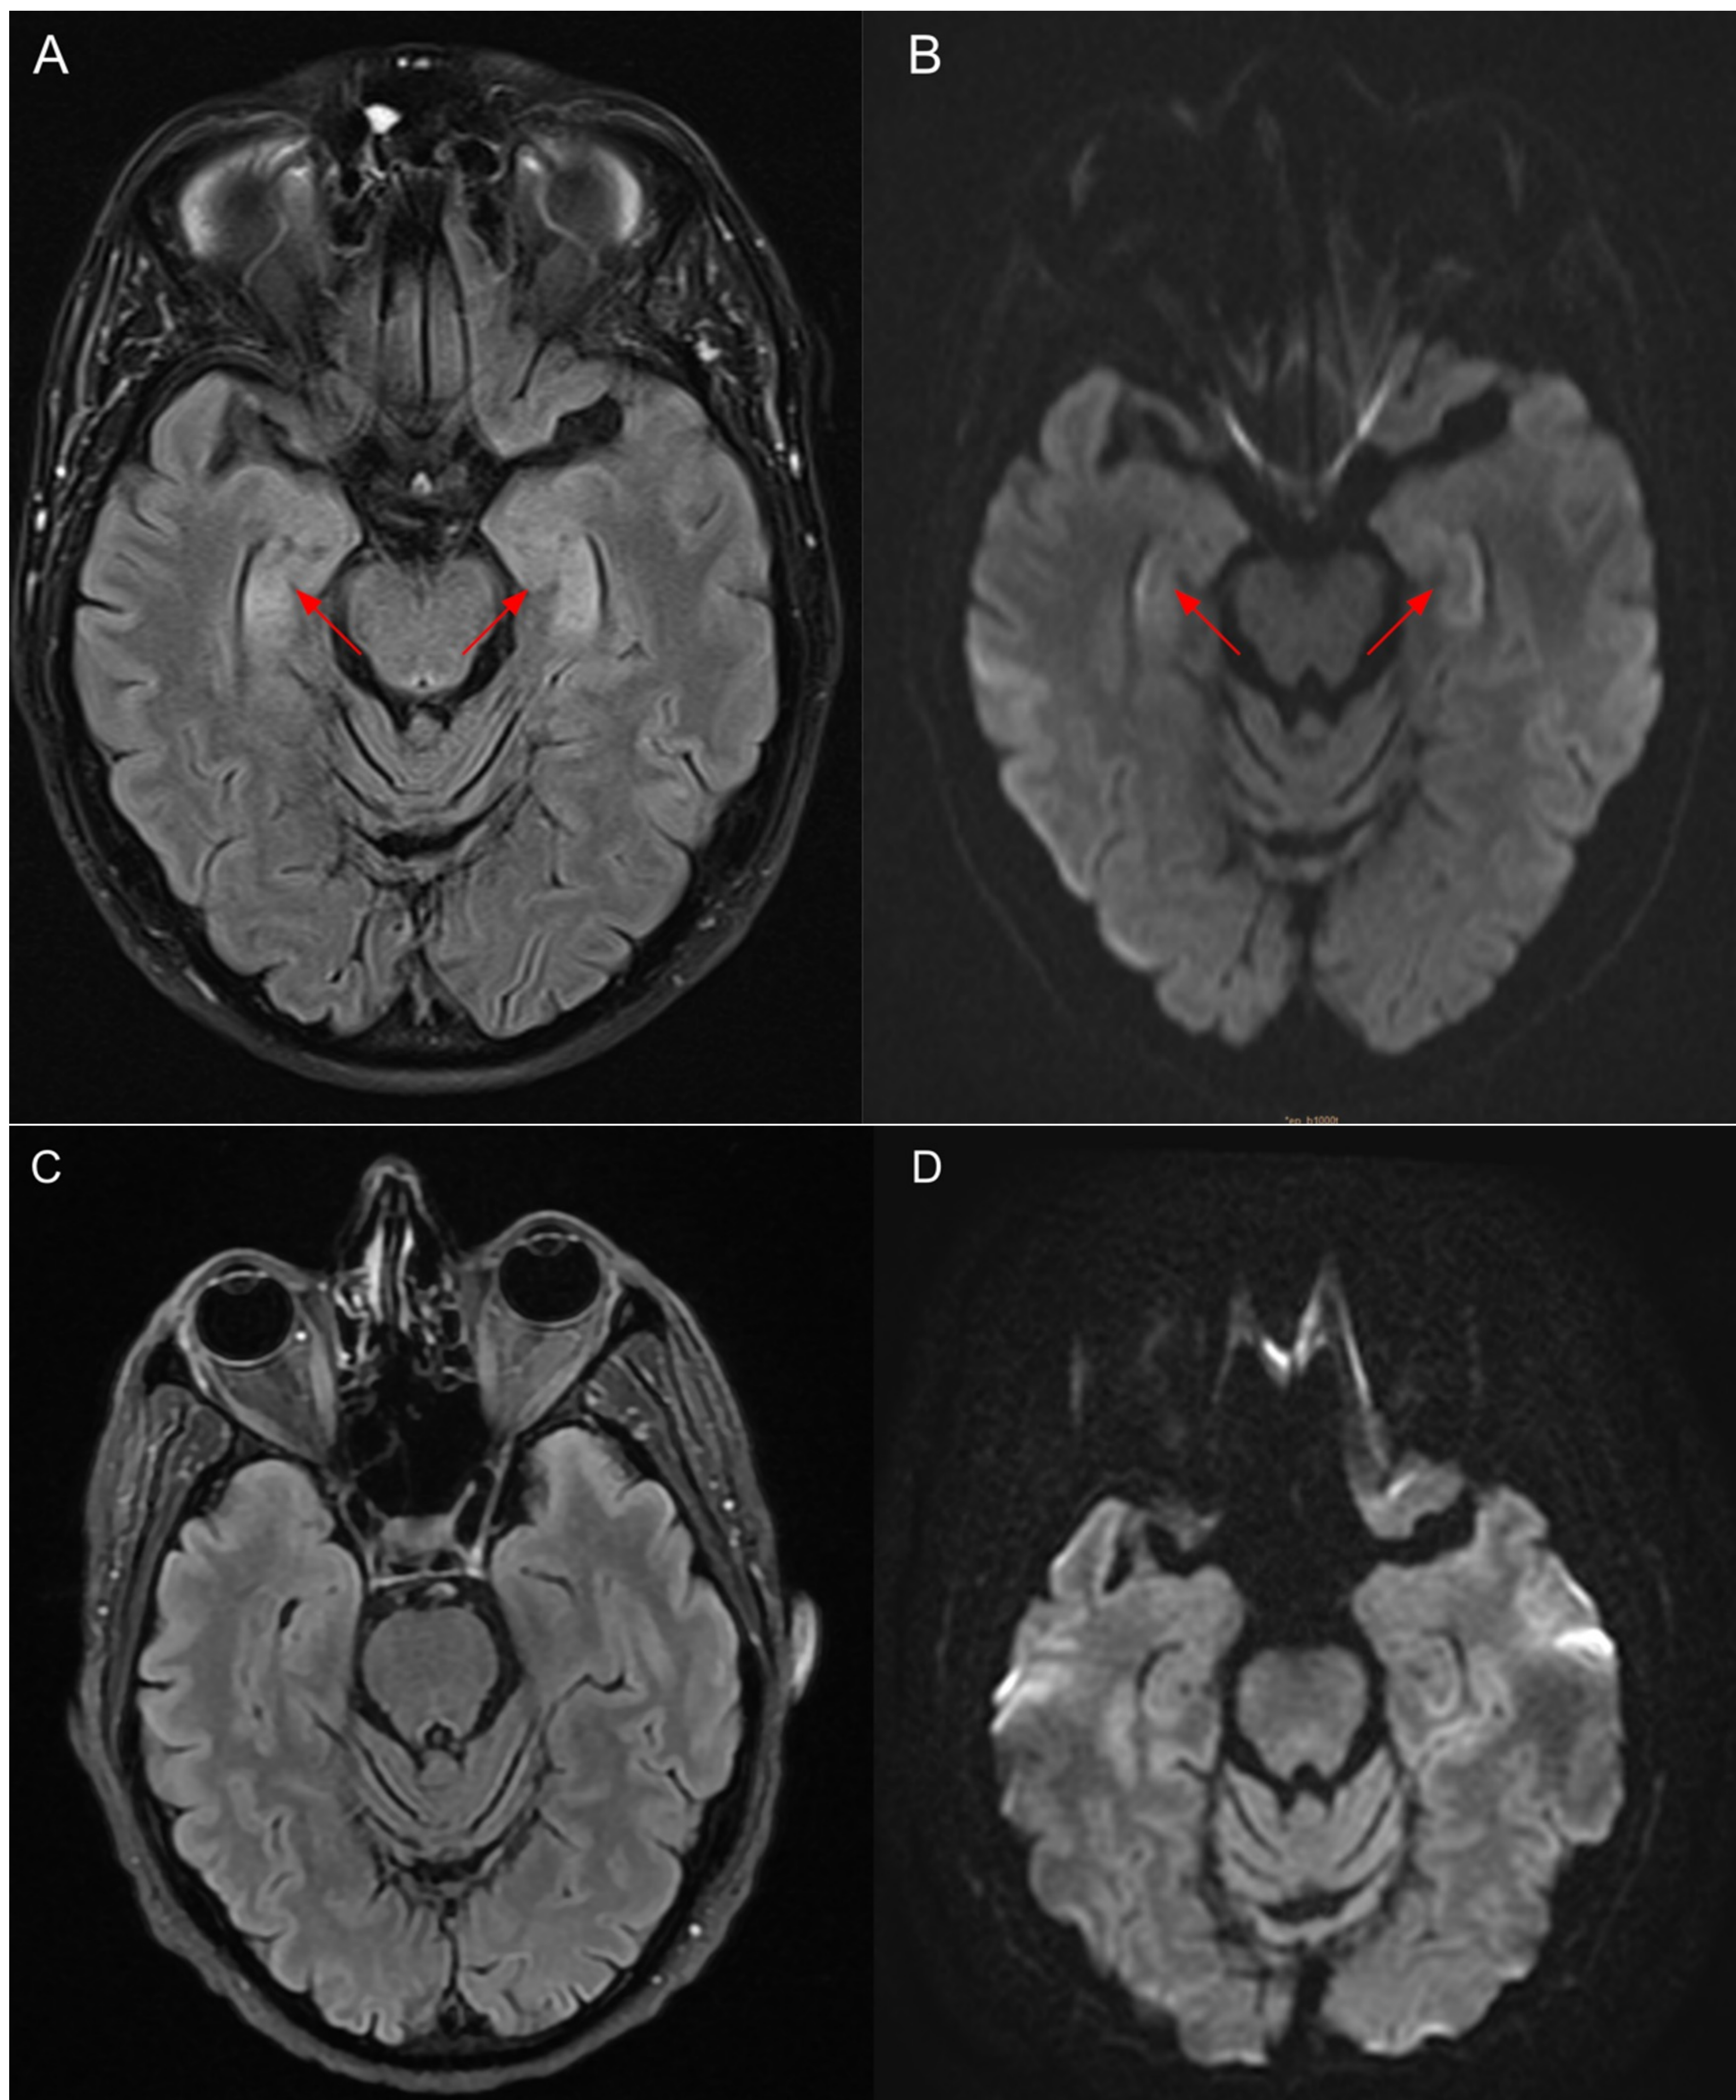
Paciente con diagnóstico de encefalitis por virus herpes humano 6 con clínica de alteraciones visuales, disminución del nivel de conciencia y tremor. A) Imágenes de RM en secuencias potenciadas en T2-FLAIR con áreas de alteración de señal en ambos hipocampos (flechas). B) DWI muestra restricción de la difusión en ambos hipocampos. C) T2-FLAIR y D) DWI antes del tratamiento no muestran cambios significativos.
